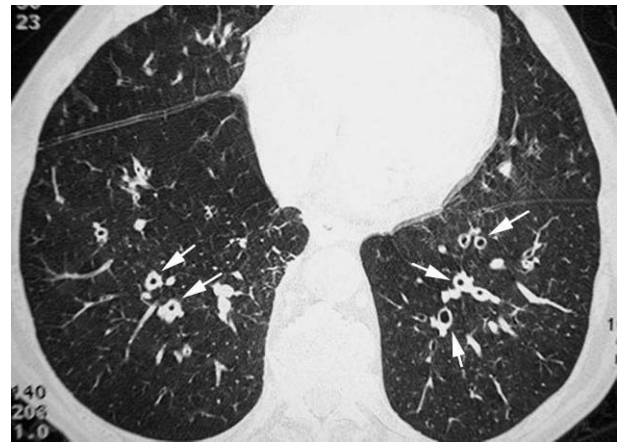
Paciente de 56 años con bronquitis crónica. El corte de tomografía computarizada de alta resolución en las bases pulmonares demuestra engrosamiento de las paredes bronquiales y bronquiolares (flechas).
